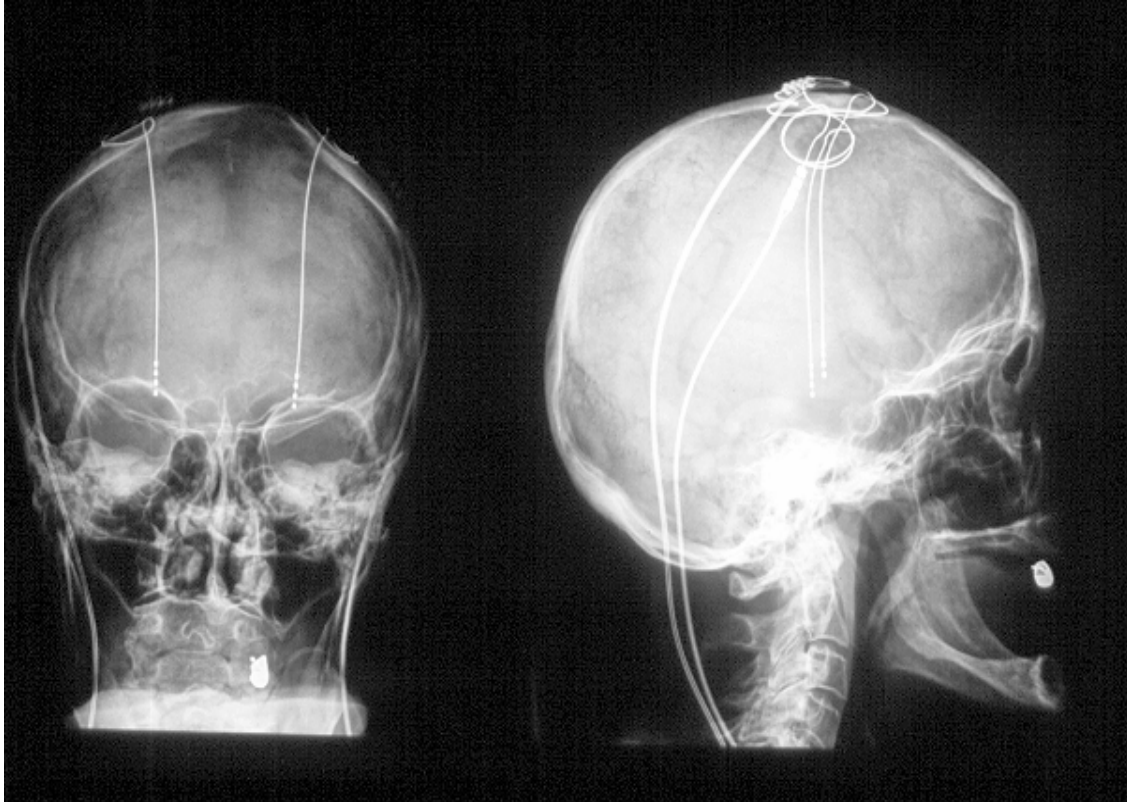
Röntgenbild AP und seitlich mit Darstellung der Tiefenhirn-Elektroden und der subkutanen Extensionen
